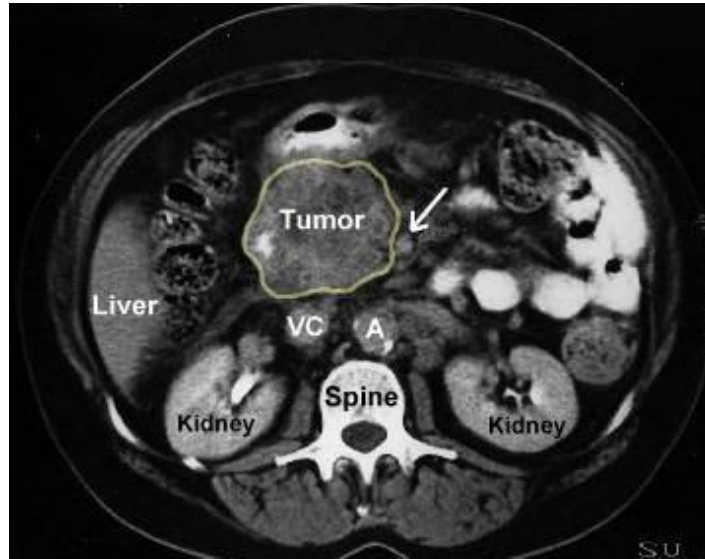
RM. Tumor visible en la cabeza del páncreas. La flecha indica la arteria mesentérica superior.²⁶
